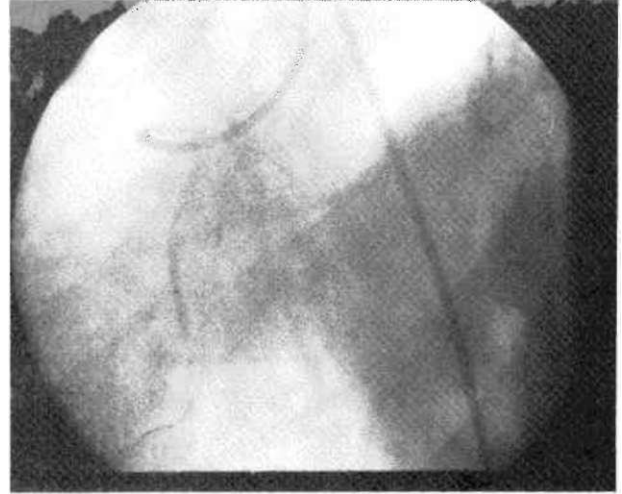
Aort kökü anjiyografisi: Sağ ve sol koroner arter sağ sinüs valsalvadan ayrı ayrı orifislerle çıkmakta (sol ön oblik projeksiyon)
